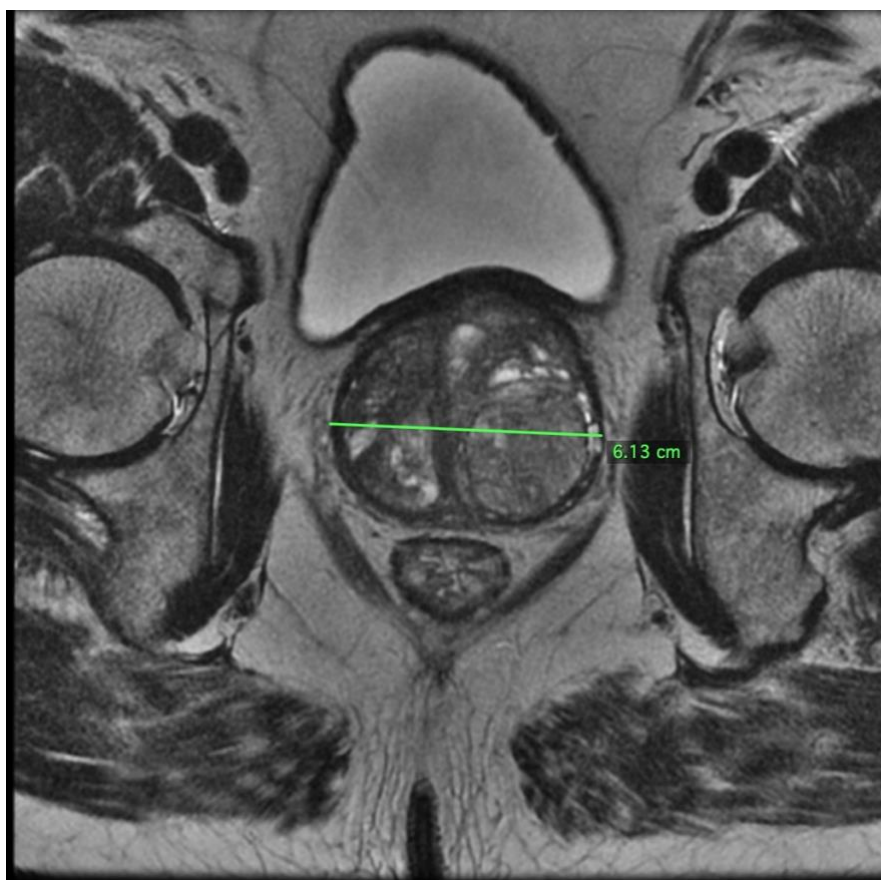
(a) – Diâmetro transverso máximo da próstata em imagem de RM ponderada em T2, plano axial.
